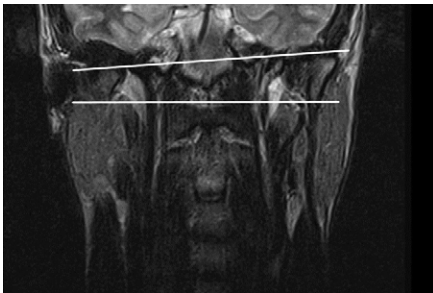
МРТ до лечения, фронтальная проекция. Горизонтальными линиями обозначен различный уровень расположения головок нижней челюсти справа и слева при закрытом рте
